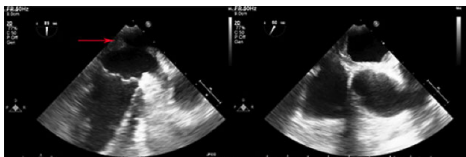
Preoperative Transesophageal Echocardiogram. Left figure: Arrow shows the tumour tissue in left atrium. Right figure: Asterisks show tumor invasion to interatrial septum.
